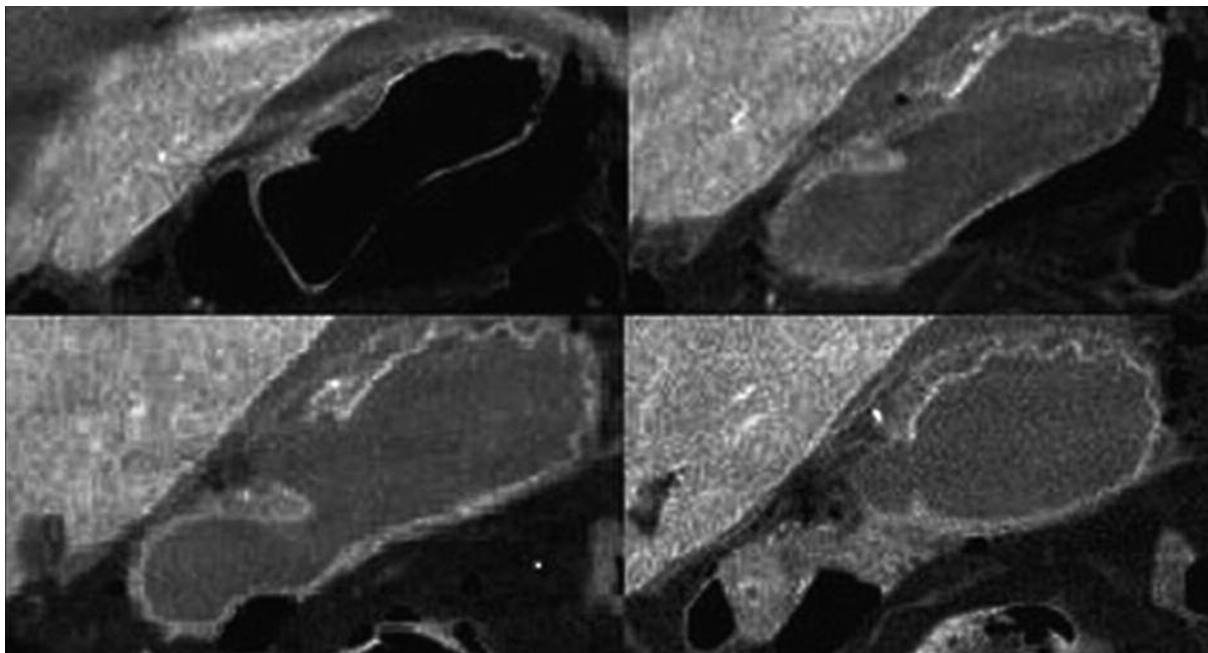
Компьютерные томограммы брюшной полости, мультипланарная реконструкция (MPR). Гигантская язва в теле желудка по малой кривизне, нарушение целостности стенки язвы, мелкие пузырьки газа, расположенные перигастрально, непосредственно у места перфорации [Шендрик А.Ю: Радиология-практика, 2012, 4:85-89]
